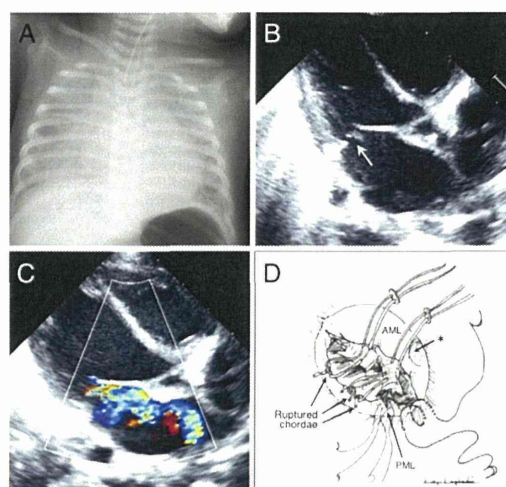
生後 4 ヶ月の乳児に発症した僧帽弁腱索断裂 (A:胸部 Xp 所見、B:断層心エコー所見、C:ドプラー断層所見、D:手術所見)
